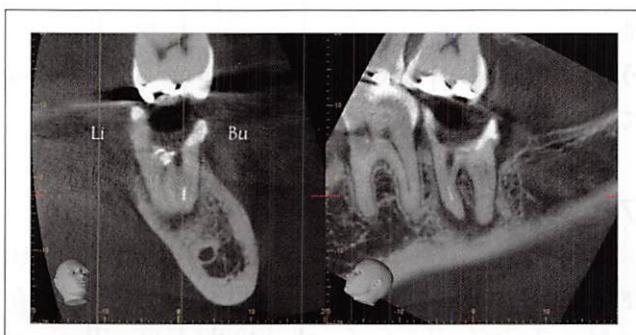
図9の7CBCT画像、歯列平行断像（右）
